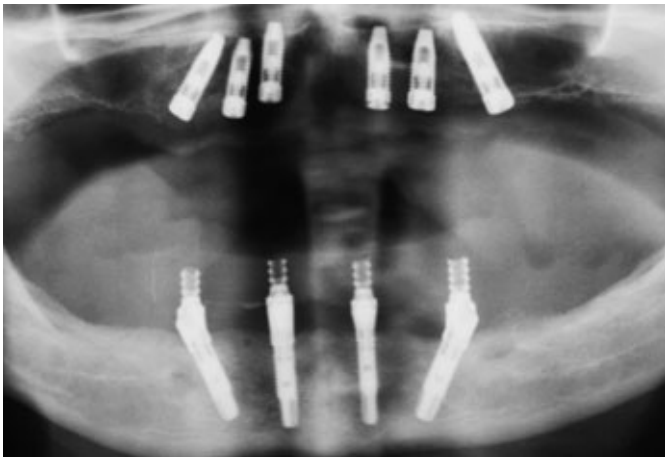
Die Röntgenkontrollaufnahme.
